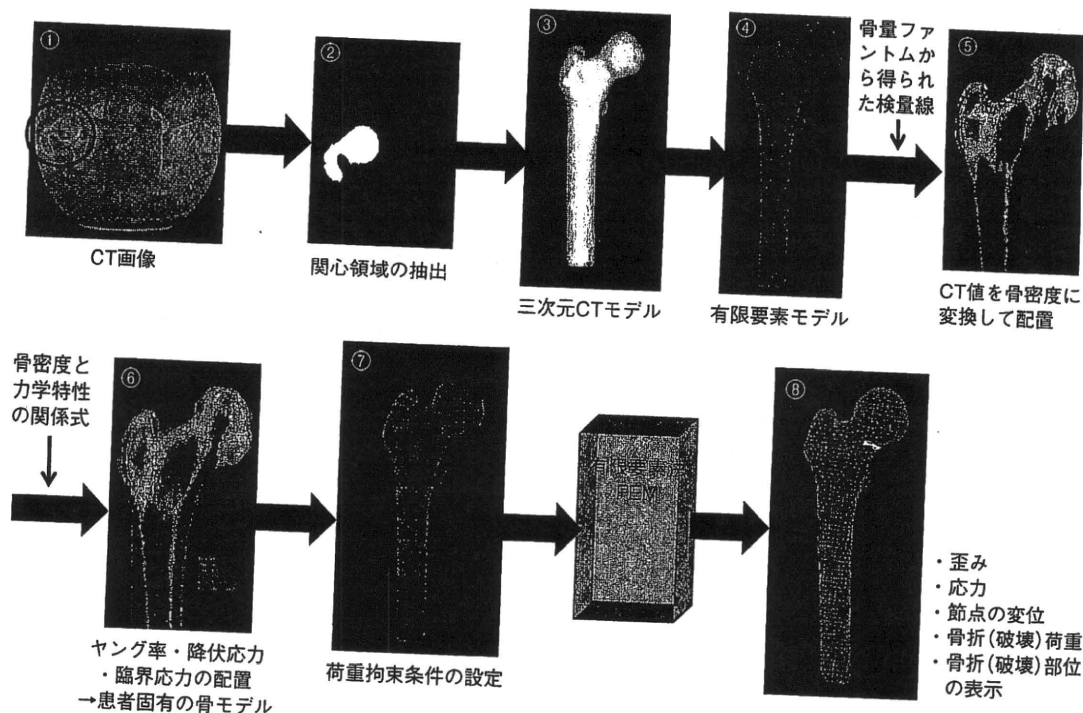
定量的CTを用いた有限要素法 (CT/FEM)
